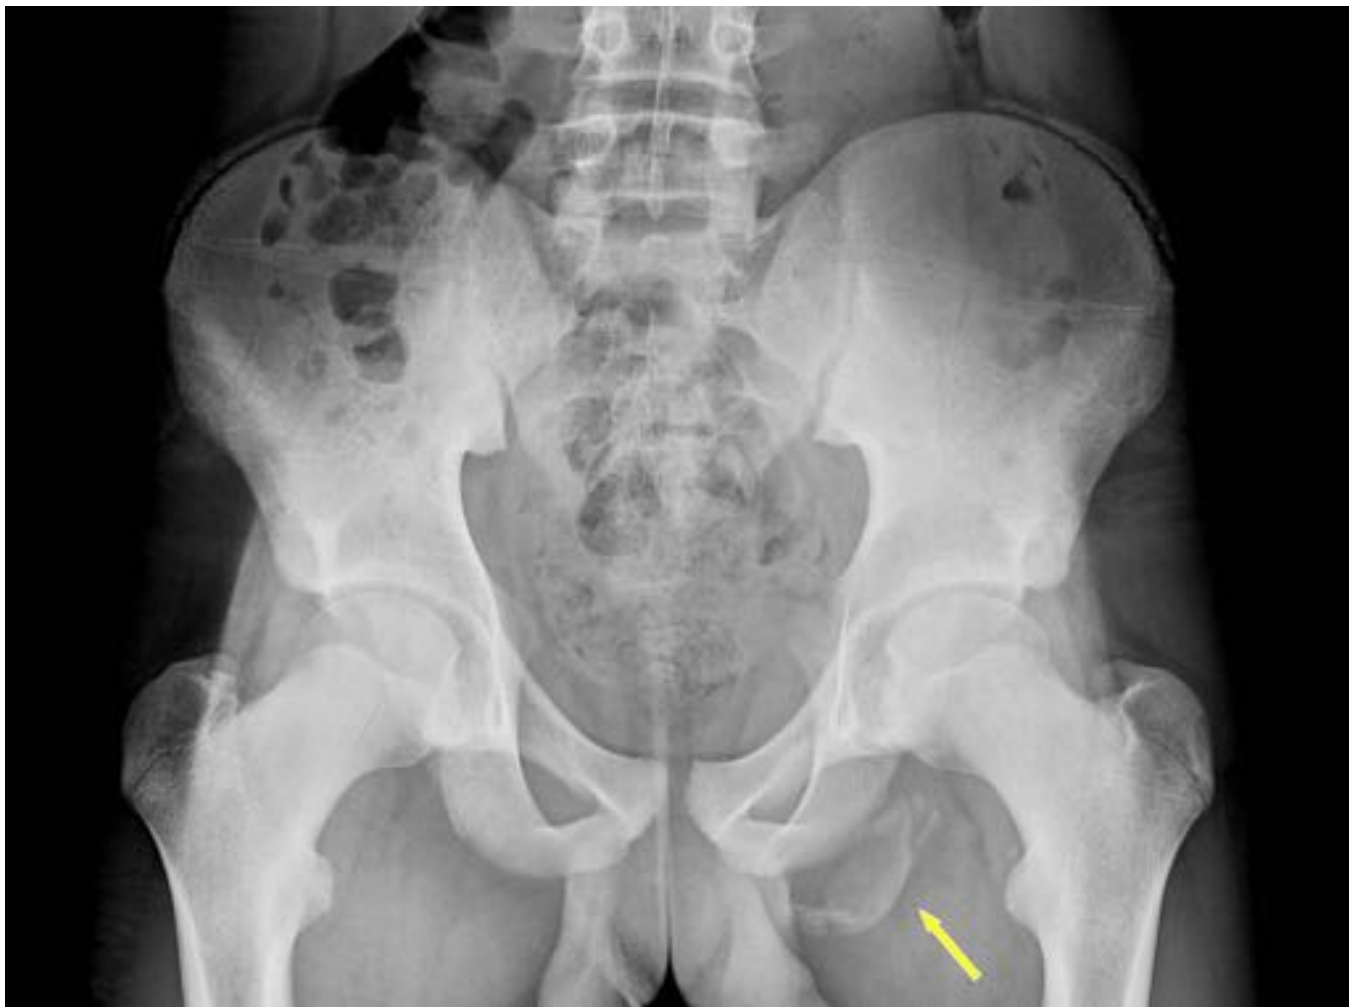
Radiografía anteroposterior de pelvis en la que se observa una irregularidad de la cortical ósea de la tuberosidad isquiática izquierda con imagen de avulsión ósea (flecha amarilla) que se corresponde con la apófisis isquiática que se localiza inferiormente. Se observan pequeñas formaciones óseas sugestivas de osificación heterotópica.
